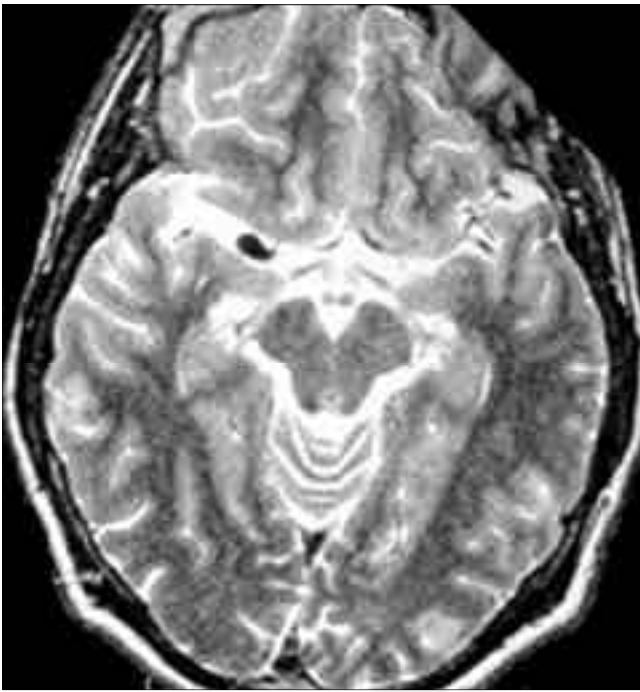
Resonancia magnética T₂.
